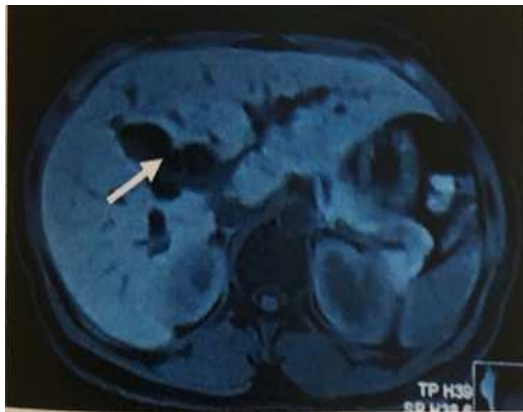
IRM montrant une dilatation des voies biliaires intra-hépatiques (flèche) (Photo Chir. Gen. HALD)
